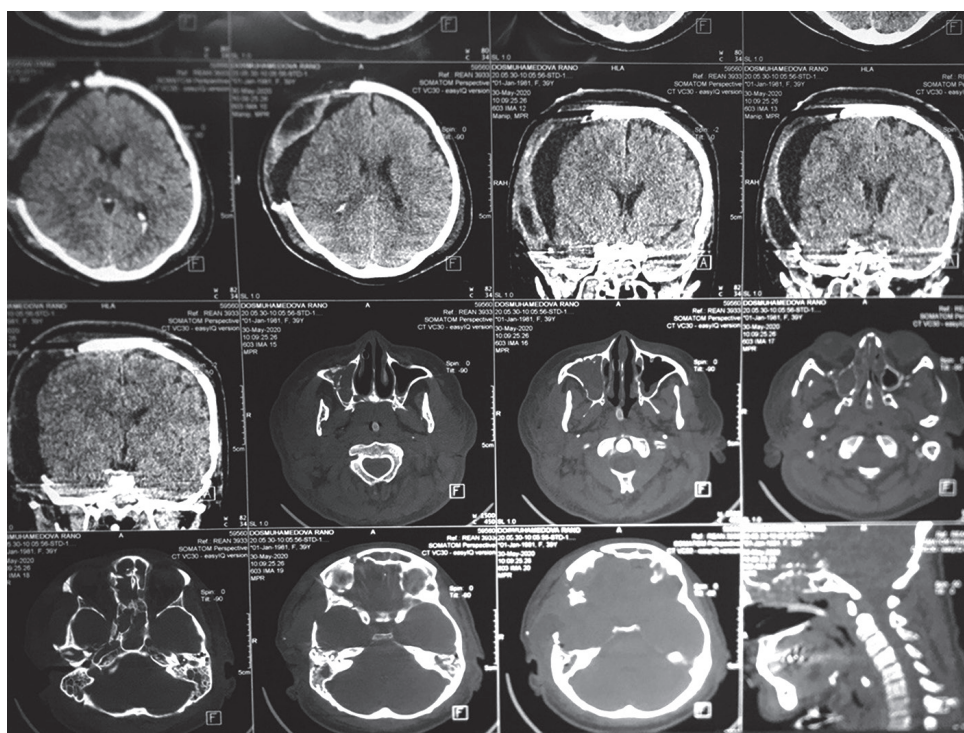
КТ-снимки на 21 сутки после травмы. Отмечается нарастание субдуральной гидромы в правой лобно-теменно-височной области
